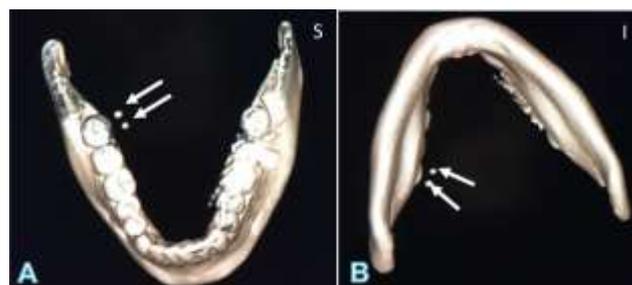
Imagem pós-operatória da reconstrução em 3D na tomografia computadorizada. A) Setas brancas indicando sialólitos mais posteriores. B) Vista inferior da mandíbula com setas brancas indicando sialólitos mais posteriores
